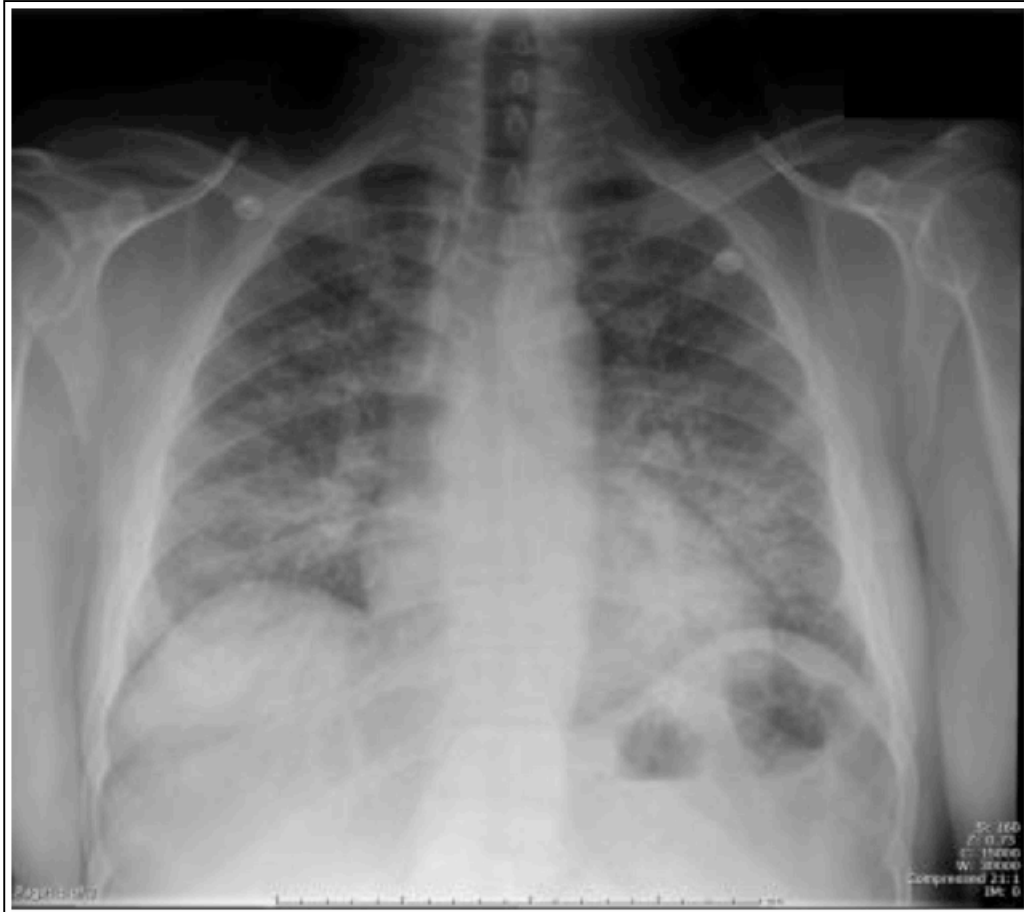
Radiographie thoracique montrant un infiltrat interstitiel bilatéral chez un patient atteint d'une pneumonie à *Pneumocystis jirovecii*
